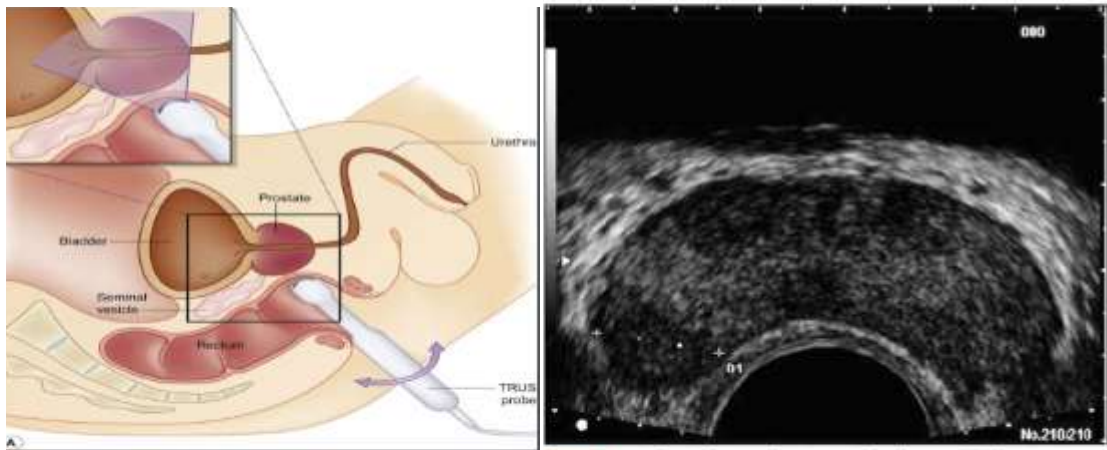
Ecografía transrectal. 1. Colocación del paciente e introducción de la sonda de ultrasonografía. 2. Visión ecográfica de la próstata (corte transversal) con zonas hipoeecogénicas sospechosas de tumoración (140).
